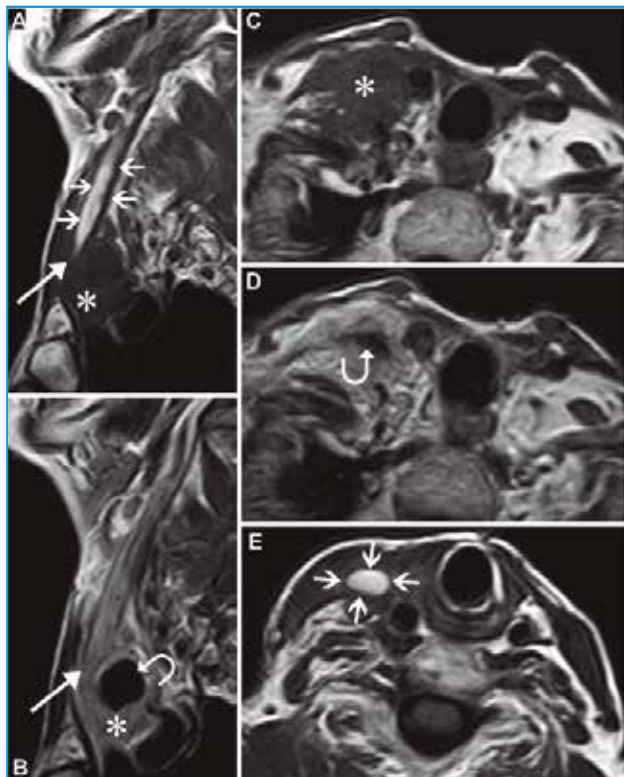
RM correspondiente al mismo paciente de la imagen anterior. Imágenes sagitales (A,B) y axiales (C,D,E) en secuencias ponderadas en T1, antes (A,C,E), y después de la administración de gadolinio intravenoso (B,D), que demuestran el conglomerado adenopático (estrella) con necrosis (flecha curva), la invasión de la estructura venosa (flecha larga) y el trombo intraluminal (flechas cortas) con su característica señal hiperintensa en las secuencias ponderadas en T1 sin contraste.
